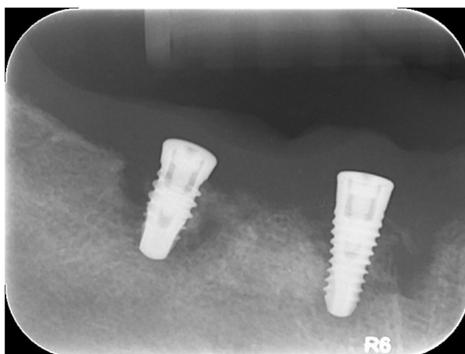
Radiographie rétro-alvéolaire mettant en évidence une lyse péri-implantaire sévère
